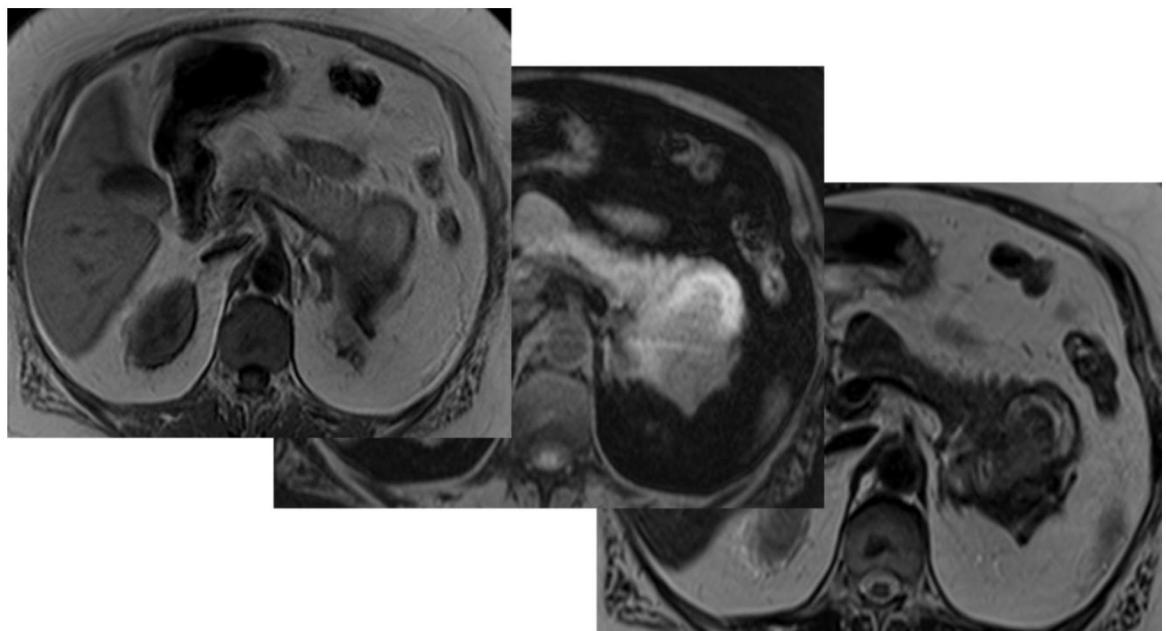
МРТ на уровне тела и хвоста поджелудочной железы в аксиальной плоскости, T1-ВИ, T1-ВИ FS, T2-ВИ. В хвосте поджелудочной железы объемное образование окружной формы, «слоистой» структуры, размером 7,8 x 5,6 x 4,5 см, с МР-сигналами, характерными для дериватов гемоглобина.
